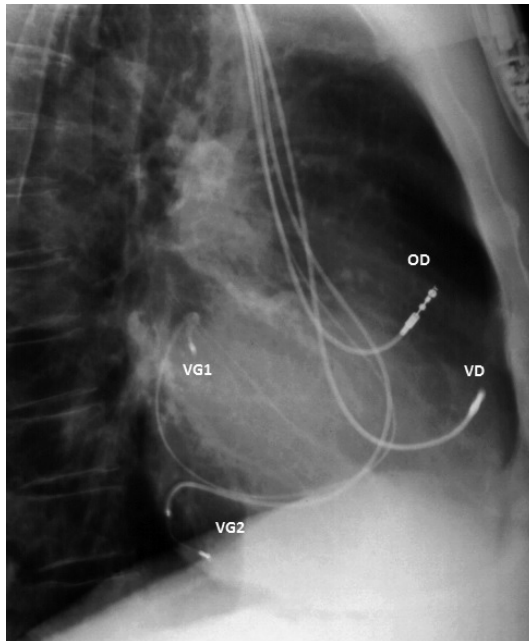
Radiographie thoracique de profil. Système de resynchronisation cardiaque avec deux sondes de stimulation ventriculaire gauche introduites via le sinus coronaire : l'une placée sur la paroi latérale haute (VG1), l'autre sur la postéro-latérale basse (VG2). Les deux autres sondes sont placées dans le ventricule droit (VD) et dans l'oreille droite servant à piloter le système (OD).
